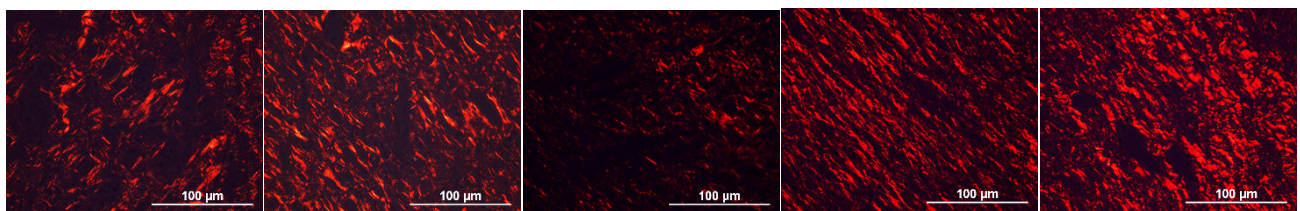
Imagens da birrefringência do colágeno evidenciada pela coloração por Picrosirius, em microscópio de polarização, 40x (barra = 50 μm) e as respectivas áreas (μm^2), nos grupos C - Controle, CT- Controle Tratado, DC - Desnutrido Controle, DT- Desnutrido Tratado e DTR- Desnutrido Tratado e em Recuperação nutricional.
